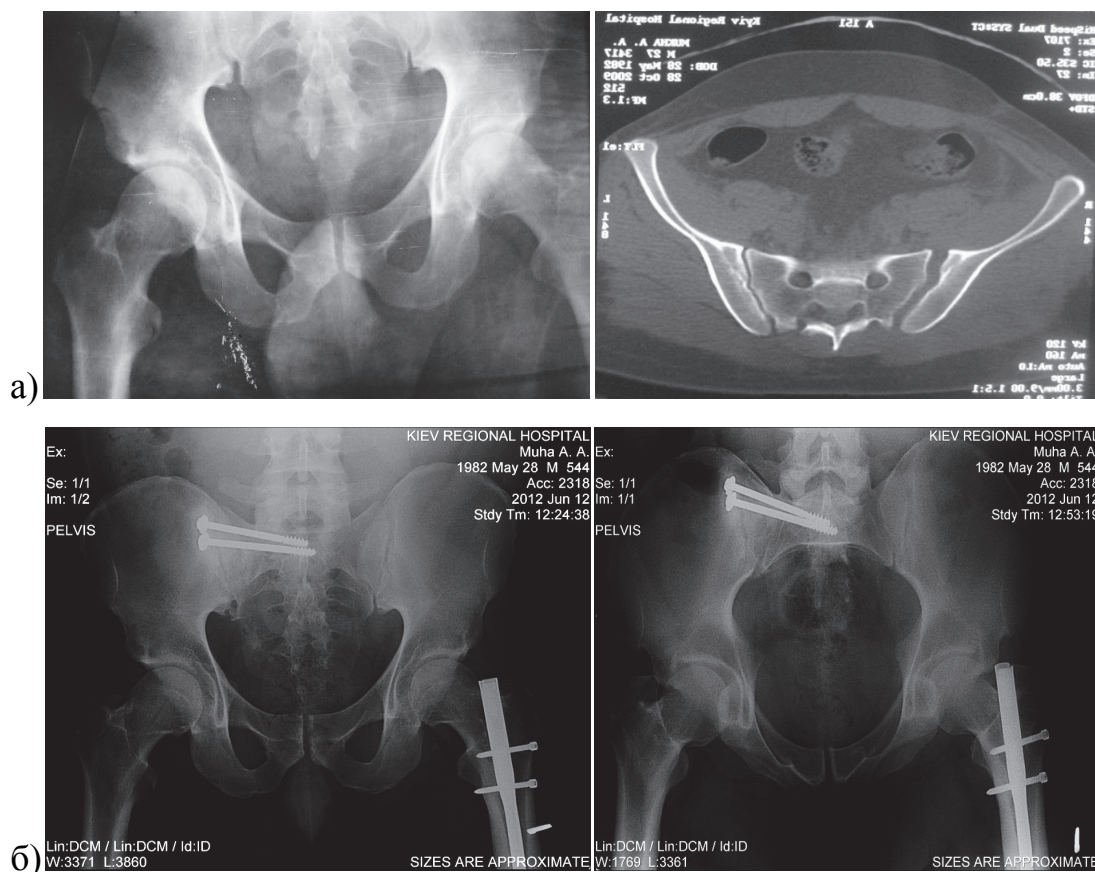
а) фотокопія рентгенограми і КТ кісток таза хворого М., 23 років, історія хвороби № 104990 при поступленні; б) фотокопії рентгенограм входу і виходу в таз хворого М., через 8 міс. після операційного втручання
